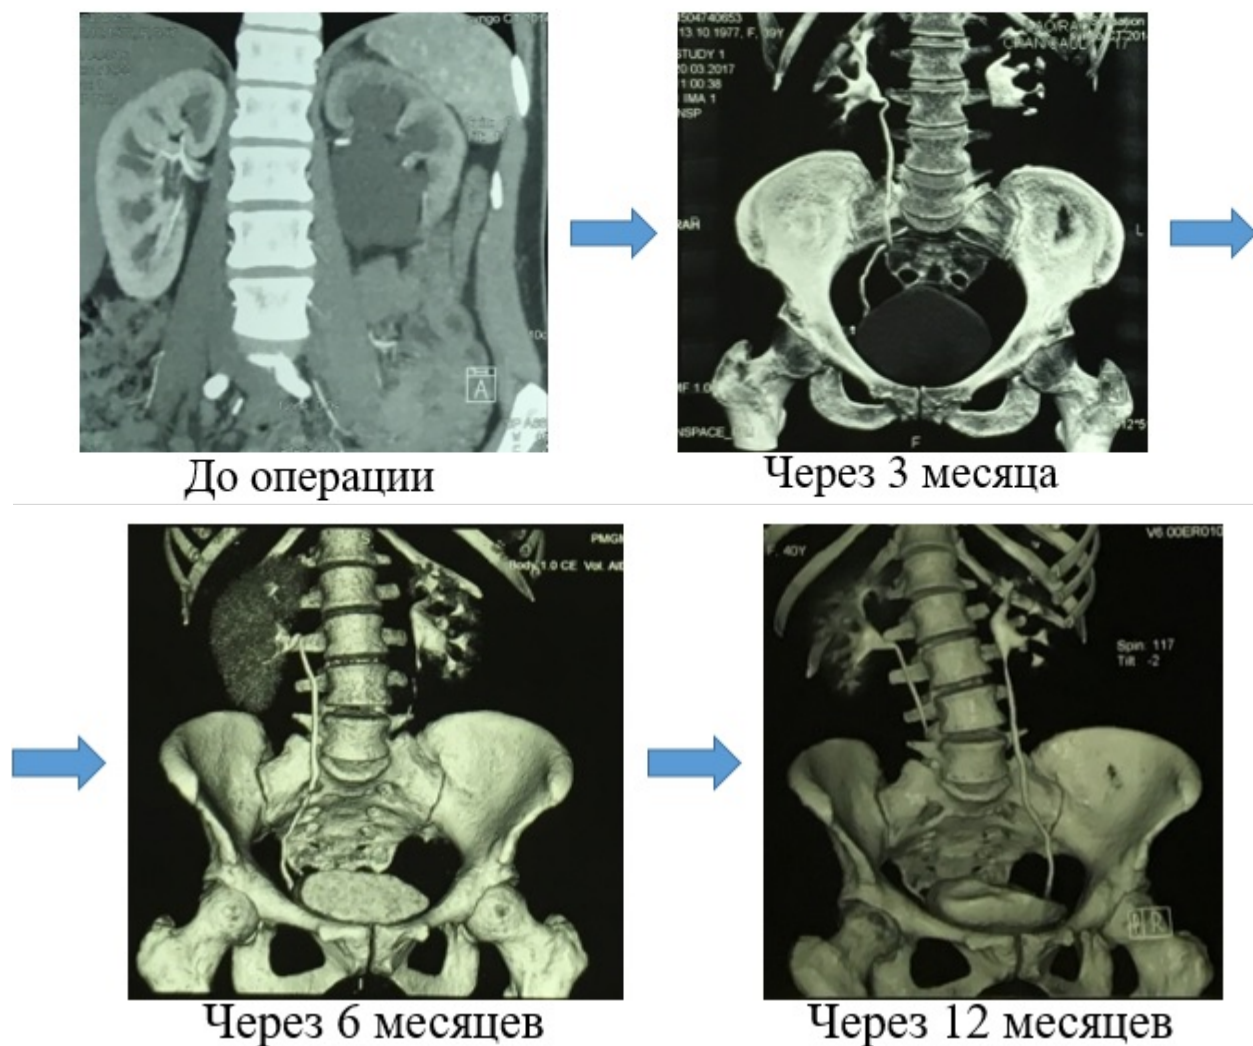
МСКТ и 3D реконструкция до, через 3, 6 и 12 месяцев после хирургического лечения по поводу стеноза ЛМС, ГН слева
